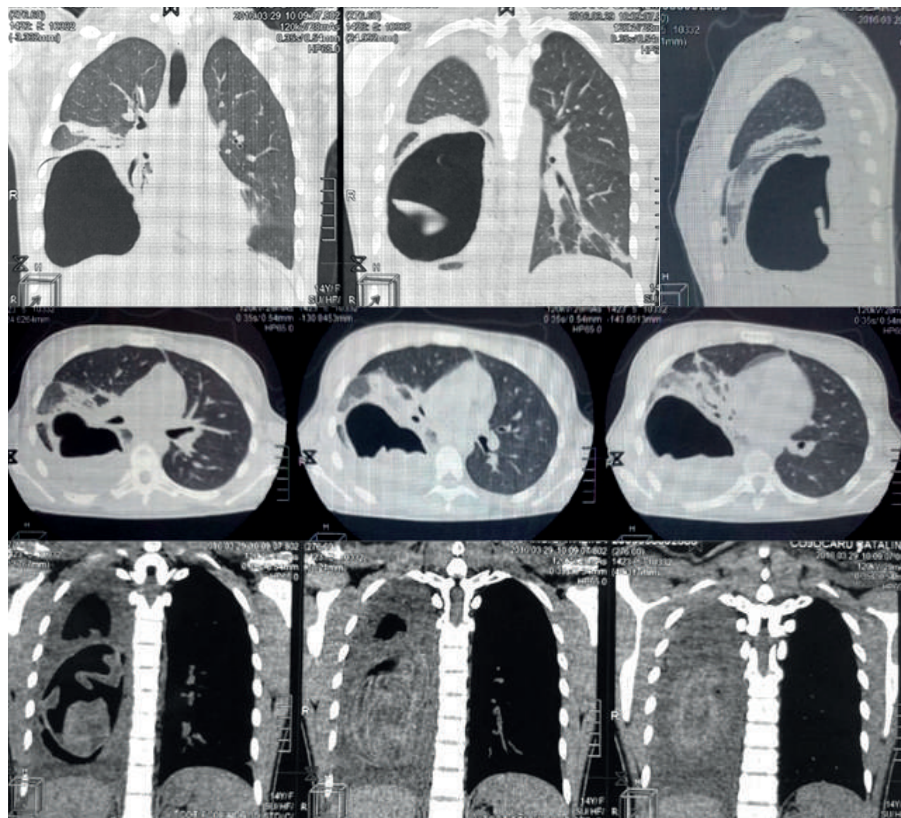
Patient C., 15 years old. Preoperative CT.
